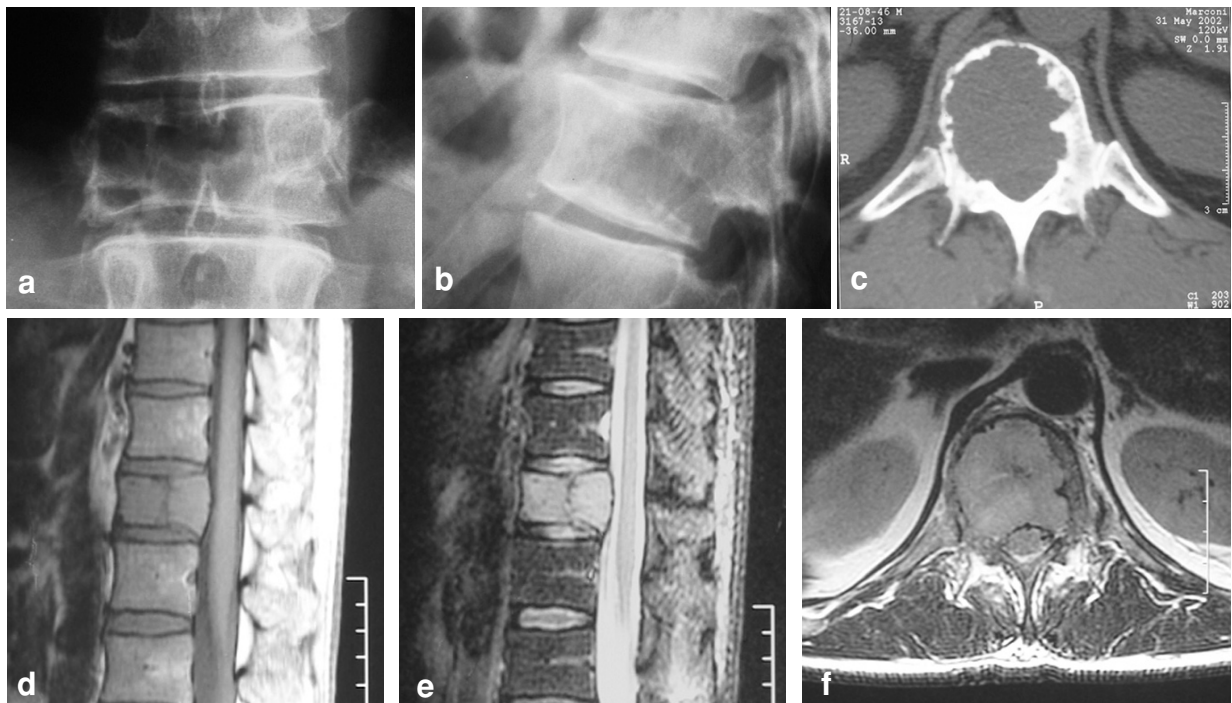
Fracture maligne (plasmocytome). Les radiographies standard de face (16a) et profil (16b) montre une fracture asymétrique avec ostéolyse de la corticale et du spongieux pédiculaire droit, et du spongieux de l'hémicorps vertébral droit. Le scanner (16c) montre une importante ostéolyse du spongieux contrastant avec le relatif respect des corticales du corps vertébral, aspect très évocateur du diagnostic de myélome ou plasmocytome. Cet élément sémiologique est visible aussi en IRM (16d sagittal T1 ; 16e sagittal STIR ; 16f axiale T2). Le signal en T1 et T2 est relativement homogène.
